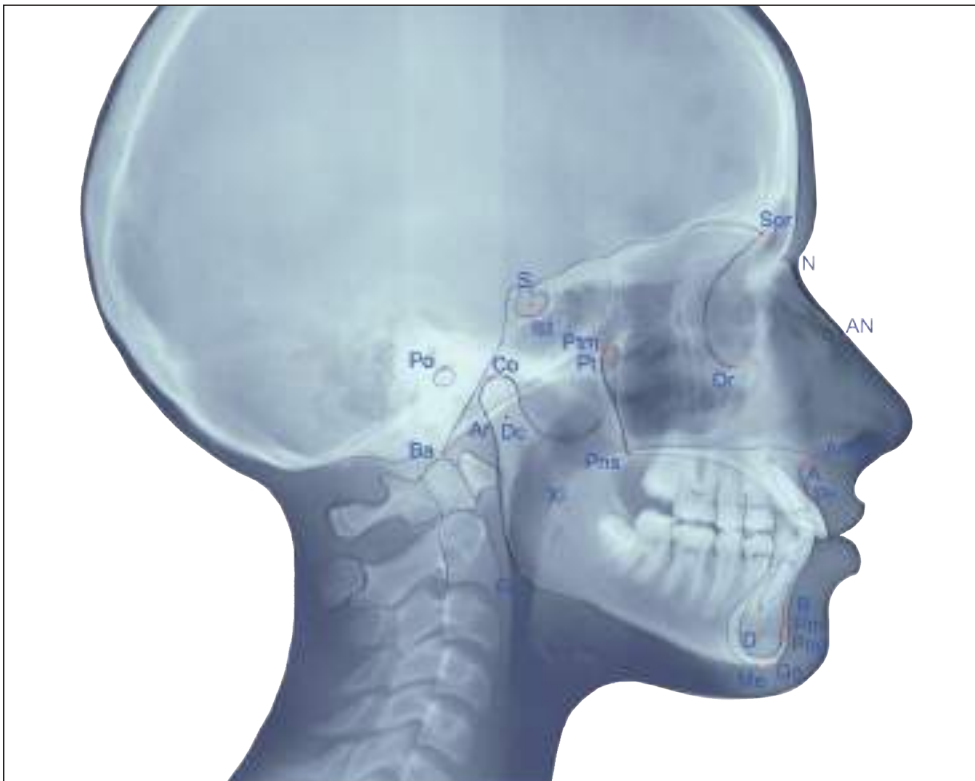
Teleradiografia L-L
